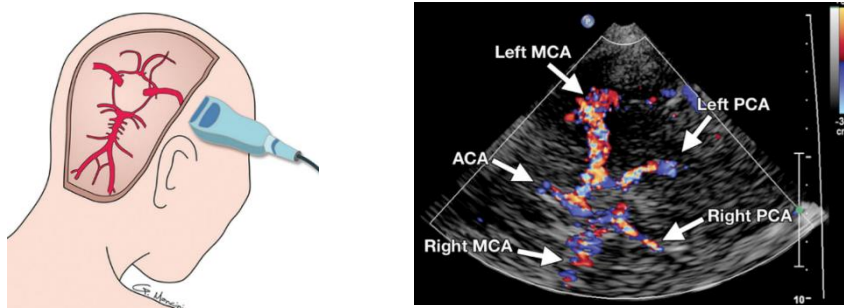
Ecografia transtemporal com doppler mostrando o fluxo sanguíneo no Polígono de Willis. Adaptado de *Advances in transcranial Doppler US: imaging ahead. Radiographics. 2013*⁵¹
